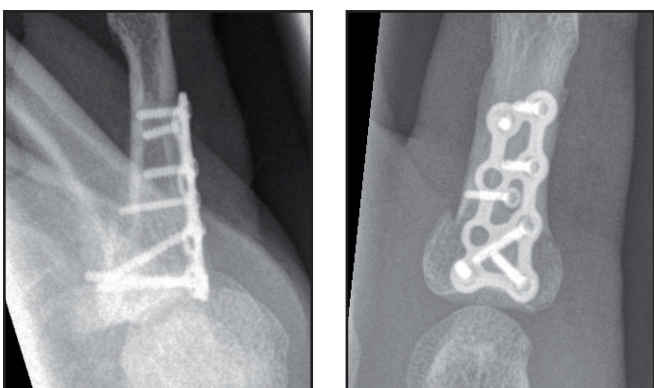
Postoperative Röntgenbilder
